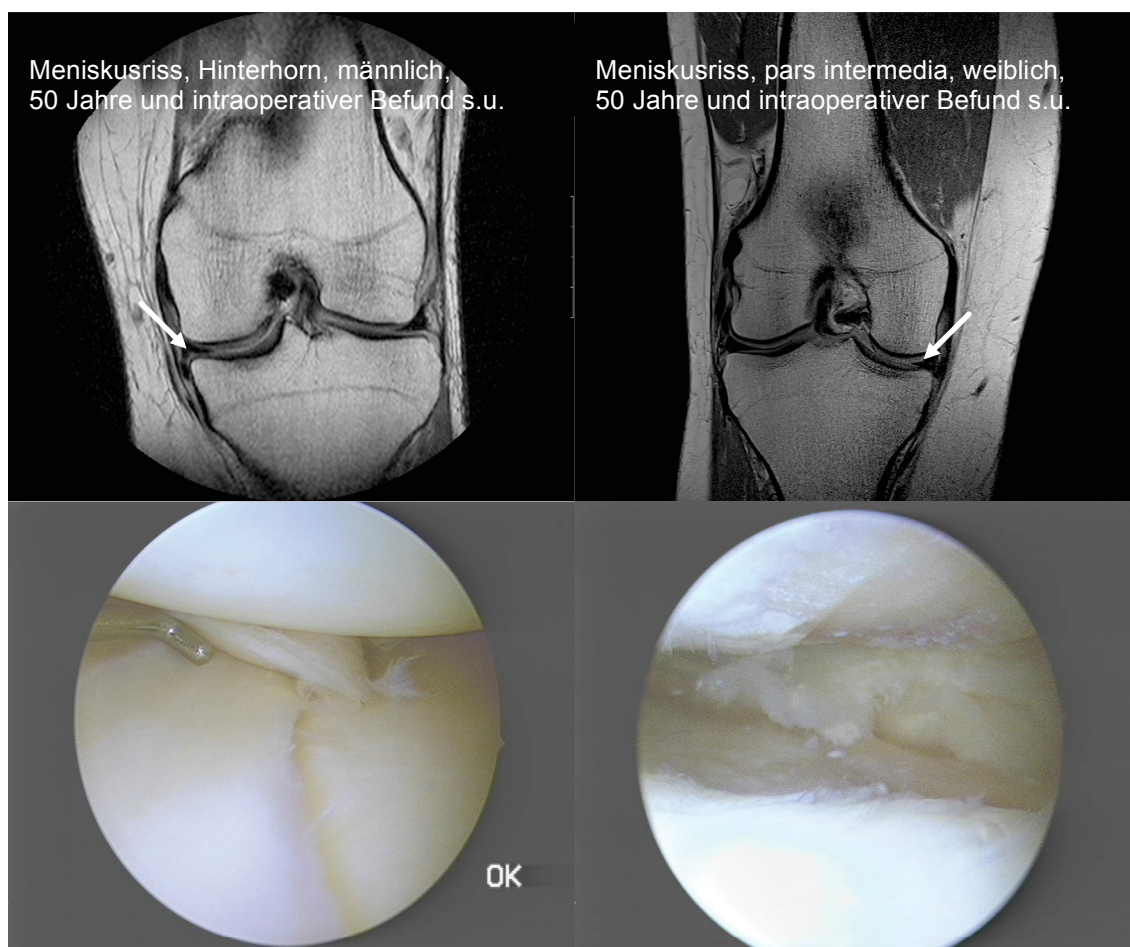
Die Abbildung zeigt in der Gemeinschafts-Praxis für Orthopädie, Zentrum für Molekulare Orthopädie, Düsseldorf (mit freundlicher Genehmigung) erhobenen MRT-Bilder sowie den dazugehörigen arthroskopisch, intraoperativen Befund von zwei Patienten männlich und weiblichen Geschlechts im Alter von 50 Jahren
